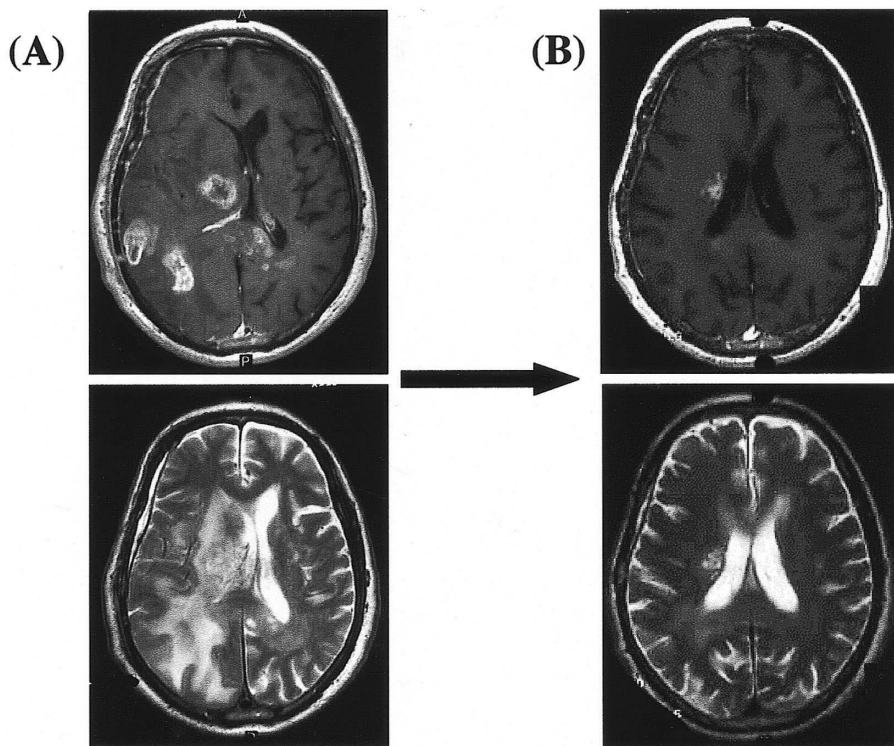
74 year-old man with GBM (glioblastoma) in the right temporal and thalamus. T1 weighted contrast enhanced (upper) and T2 weighted MRI (lower) before (A) and after 6 cycles of TMZ (temozolomide) (B) revealed disappearance of the tumor.
